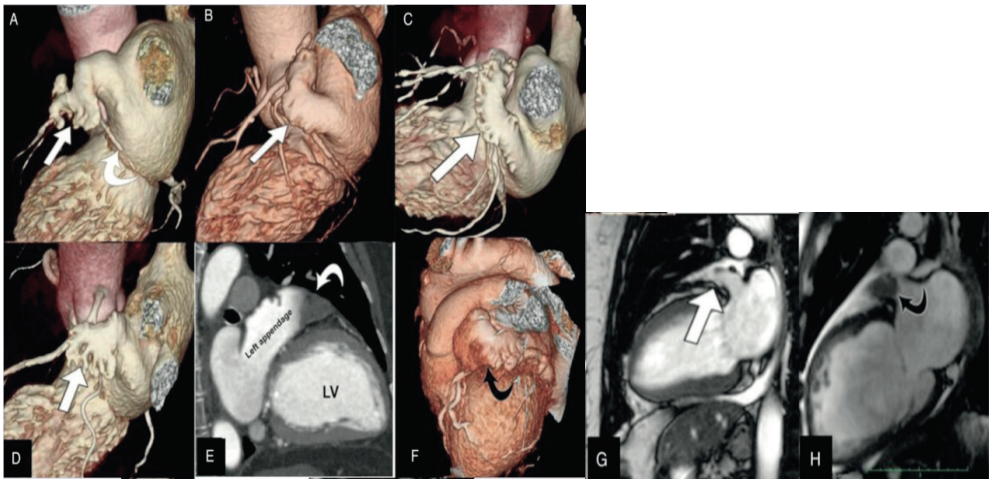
Imaging auricolare ottenuto con TC e RM. Riquadri A-D: ricostruzioni (CT) 3D volume rendering delle 4 morfologie auricolari. In A, morfologia 'windsock'. In B, la morfologia 'chickenwing'. In C, morfologia 'cauliflower'. In D, morfologia 'cactus-like'. In E: immagine TC con l'intera estensione dell'auricola e un difetto di riempimento all'apice riferibile a trombo. In F: ricostruzione CT-3D volume rendering che dimostra una ridotta luminosità dell'apice auricolare dovuta ad assenza di opacizzazione intracavitaria da trombosi in situ. In G: auricola sinistra in una 2 camere CMR (MRI – SSFP sequence). In H: LAA con trombosi in situ alla MRI. Modificata da Patti G et al, Eur Heart J 2016.*
